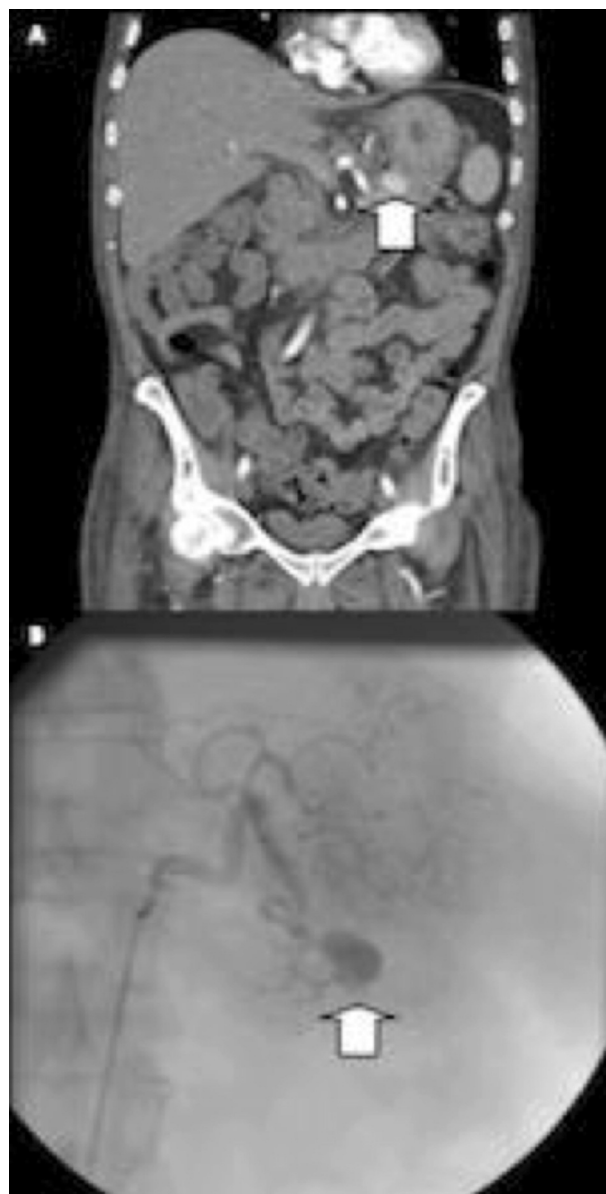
A. Tomografía abdominal del caso 2. Se aprecia un pseudoaneurisma de la arteria gástrica izquierda (flecha). B. Arteriografía de la arteria mesentérica superior donde se visualiza dicho pseudoaneurisma (flecha).
